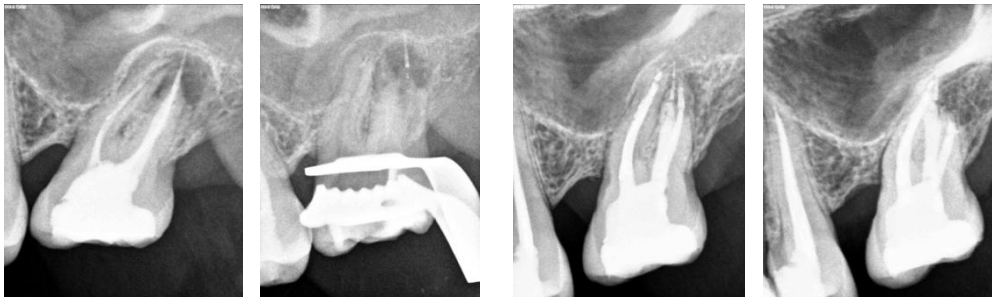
Radiografia periapical inicial com lesão apical ao nível da raiz palatina, Fig. 2 – Radiografia periapical após remoção de gutta - percha, Fig. 3 – Radiografia periapical com lesão apical ao nível da raiz distal, Fig. 4 – Radiografia periapical após microcirurgia endodôntica.
